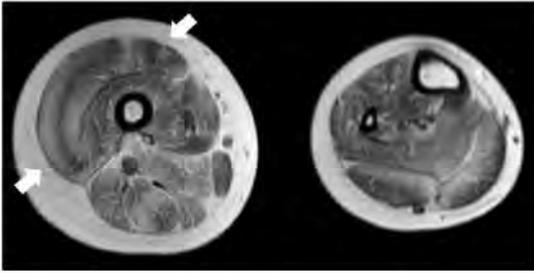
ウルリッヒ型先天性筋ジストロフィー 10 歳男児の大腿 MRI 画像。
